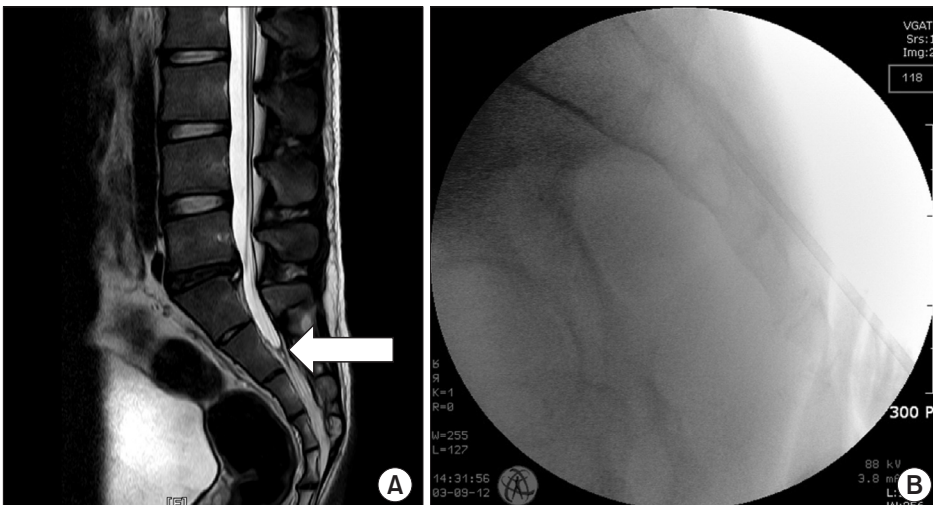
(A) Magnetic resonance imaging shows that the beginning point of the dural sac (arrow) is at the 2nd sacral body. (B) Do not insert guide needle above the 3rd sacral body to avoid inadvertent dural puncture.
